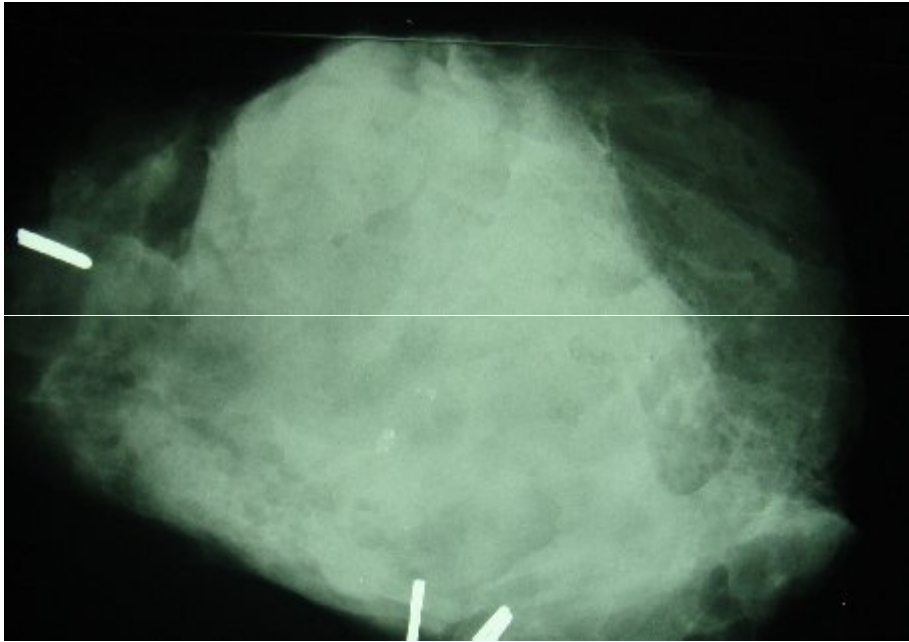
Radyonüklid maddenin verilmesi sonrasında kontrol mammografisi.
